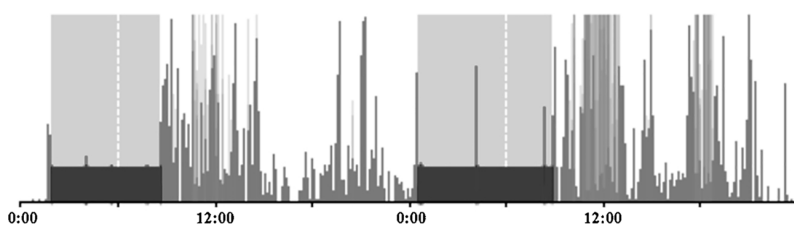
Example of the activity recorded over one day with an wGT3X-BT[®] actigraph unit.
